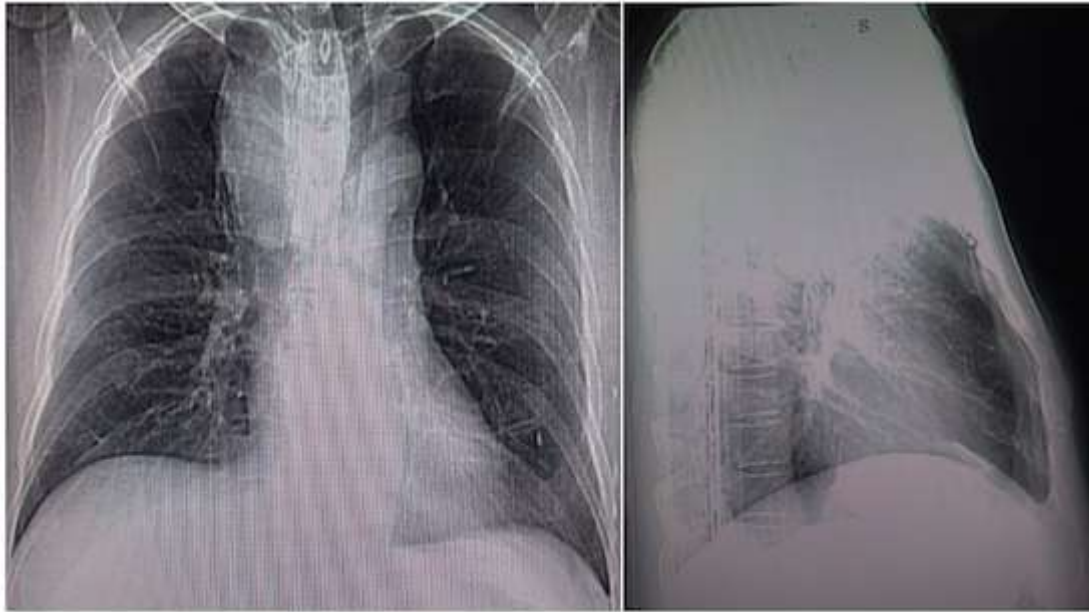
Radiografía de tórax. Proyeccion PA: aumento del diámetro transversal del mediastino superior por radiopacidad redondeada que comprime y desplaza la tráquea hacia la izquierda. Proyeccion Lateral derecha:discreta radiopacidad peri-traqueal en mediastino anterosuperior que sugiere la presencia de una masa mediastínica.
